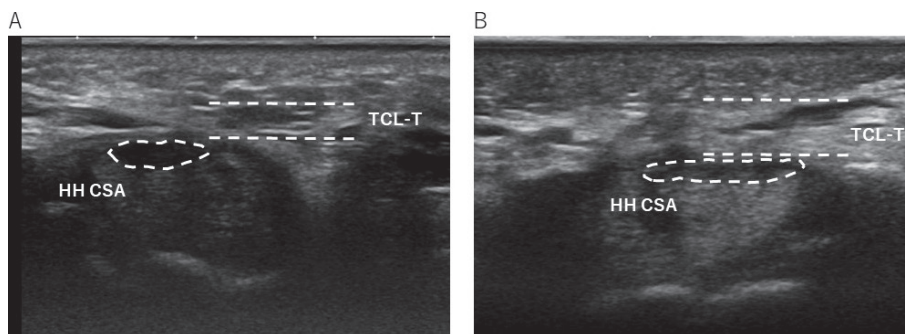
A, 症例1の有鉤骨鉤レベルの超音波画像. B, 症例2の有鉤骨鉤レベルの超音波画像.
